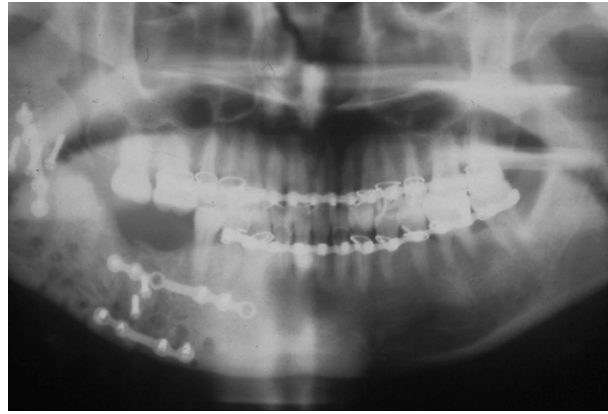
동결건조 비탈회골 블록 이식 후 파노라마 방사선사진
